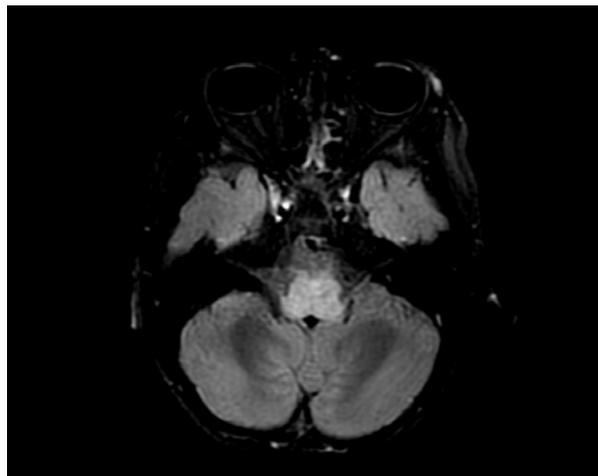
Coupe axiale FLAIR d'un enfant de 3 ans présentant à 15 jours d'une angine, une ataxie, un nystagmus dans le regard vers le haut, des troubles de la déglutition, montrant une lésion en hypersignal dans le tronc cérébral, confirmant la rhombencéphalite.
